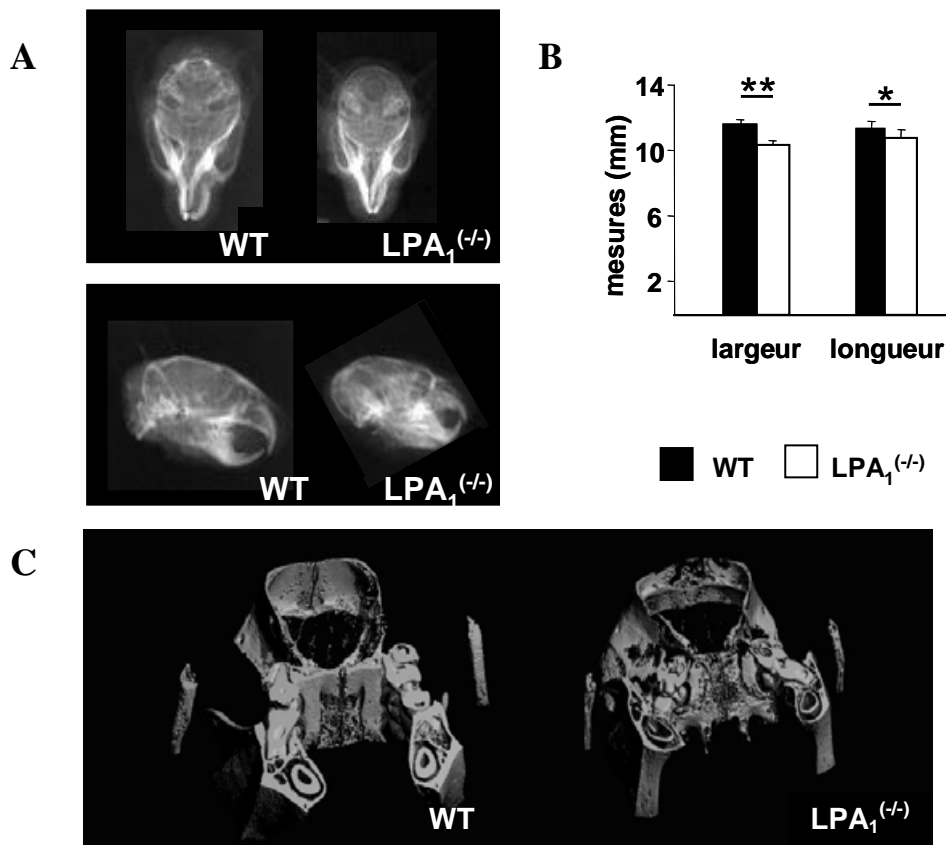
Phénotype cranio-facial des souris $LPA_1^{(-/-)}$ et témoin. A : Image radiographique du crâne de souris WT et $LPA_1^{(-/-)}$ vue coronale (en haut) et sagittale (en bas). B : Mesures de la longueur et de la largeur du crâne des souris WT et $LPA_1^{(-/-)}$. C : Image en μ CT de la jonction cranio-cervical des souris WT et $LPA_1^{(-/-)}$.
